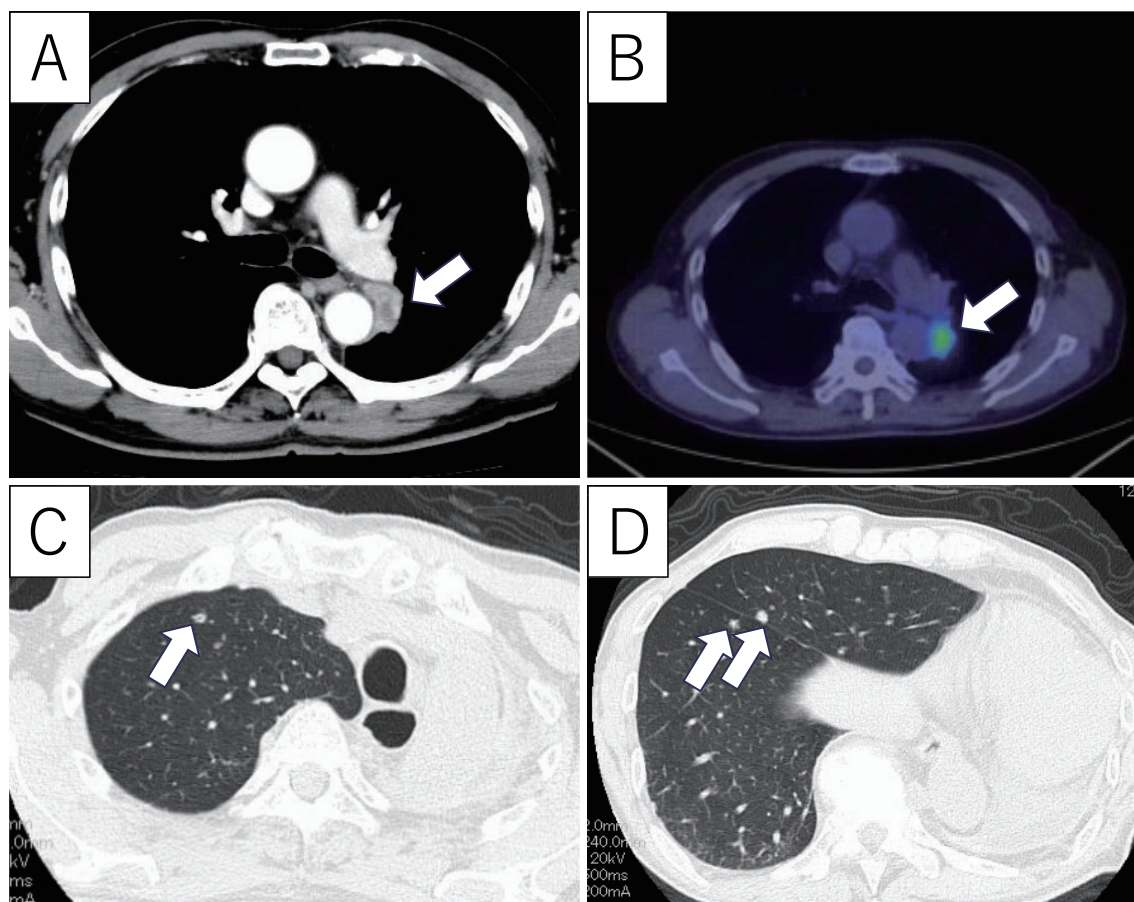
(A) Chest CT showing a nodular lesion (27×15 mm) (white arrow) in the left lung before surgery. (B) Fluorodeoxyglucose-positron emission tomography (FDG-PET)/CT showing an abnormal accumulation in the left lung shadow (white arrow). (C, D) Chest CT on admission showing multiple new small nodular lesions (white arrows).
